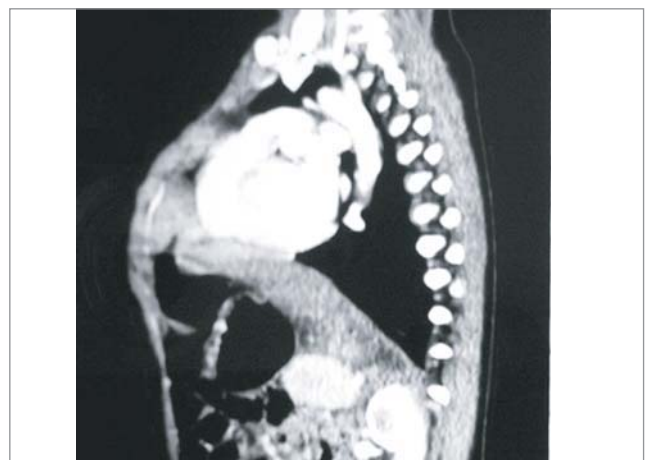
Комп'ютерна томографія з внутрішньовенним введенням контрасту при парастеральній природженій діафрагмальної грижі Морганьї у дитини П., 7 міс.
